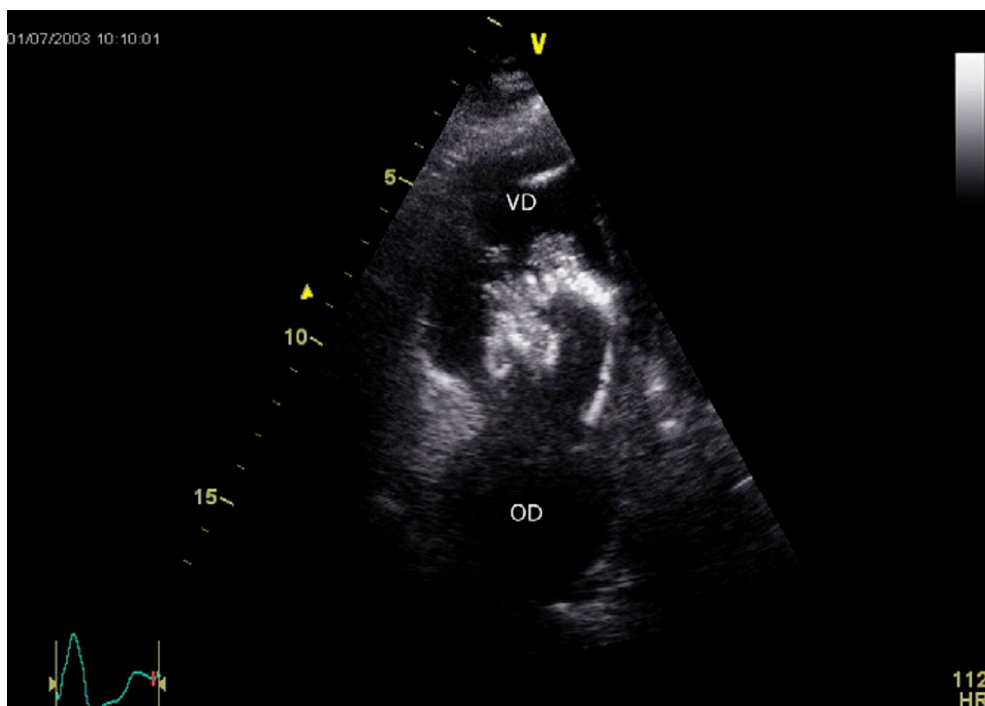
Aspect échographique d'une végétation sur sondes de PM vue par voie transthoracique apicale centrée sur les cavités droites. [32']
